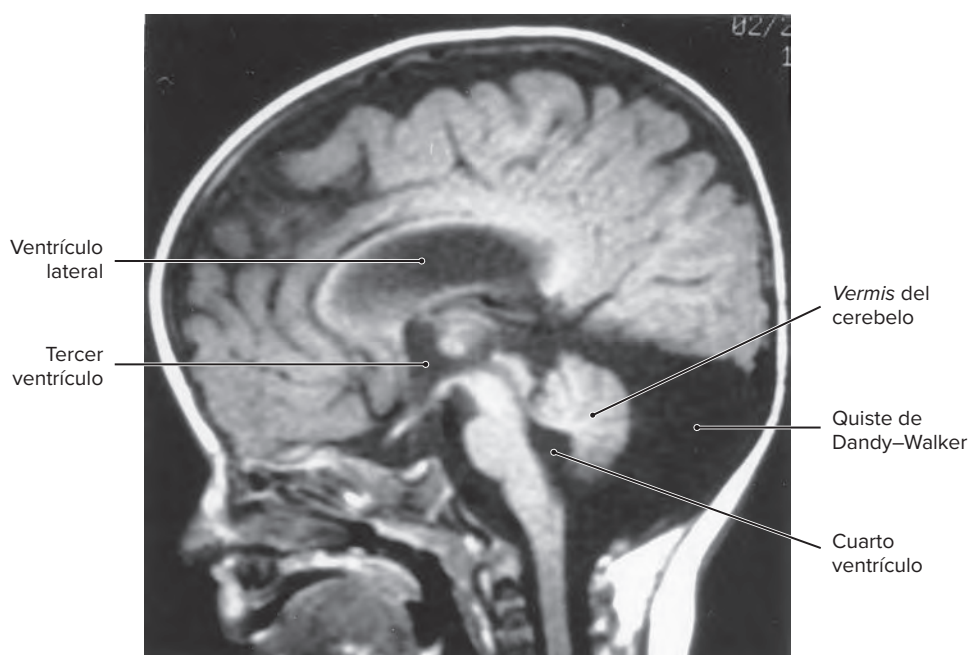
Estudio de imagen por RM mediosagital en fase T1 que muestra las características del síndrome de Dandy-Walker.
